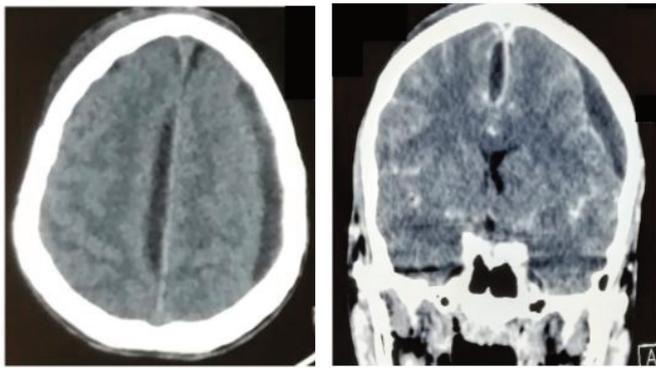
Coupes axiale (A) et coronale (B) d'une TDM cranio-encéphalique montrant des empyèmes sous-duraux para-falcariel et fronto-parietal gauche avec une thrombophlébite du sinus sagittal supérieur (patient porteur d'une pansinusite gauche).
